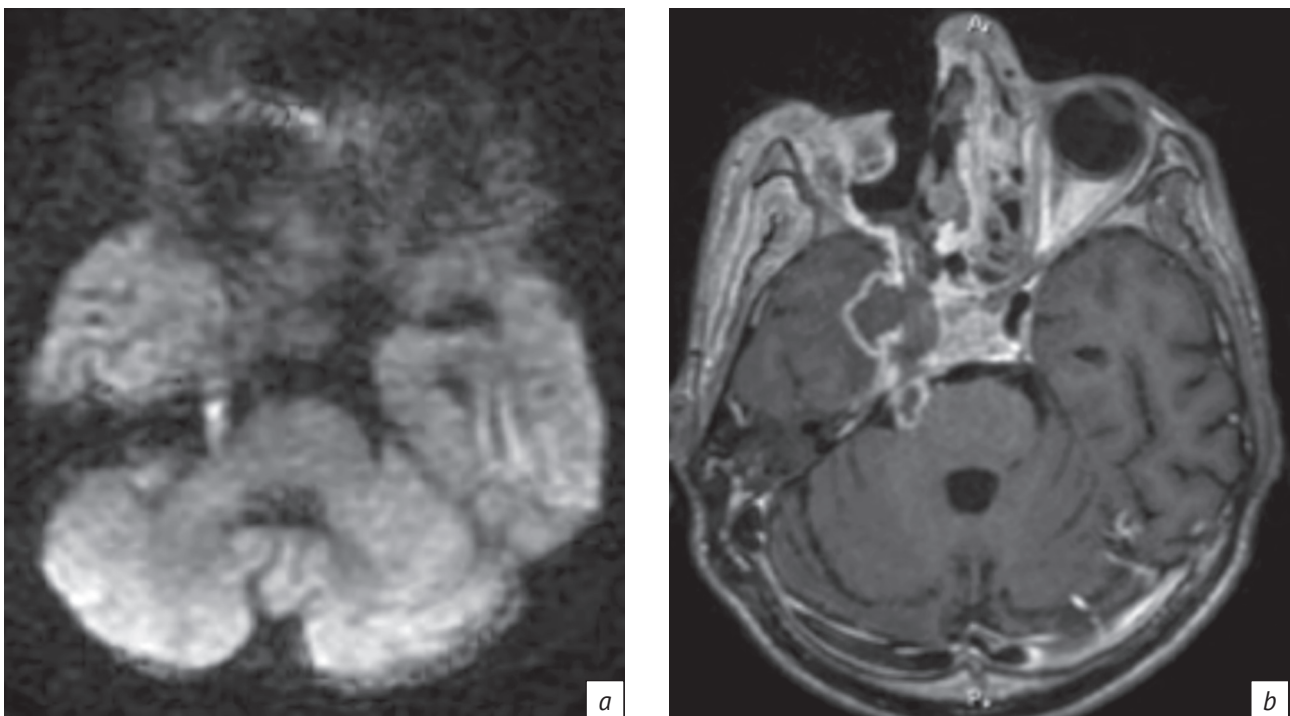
МРТ-изображение в режиме ДВИ в аксиальной плоскости (а): усиление МР-сигнала правого корешка тройничного нерва, что свидетельствует о вовлечении его в воспалительный процесс. МРТ-изображение в режиме Т1-ВИ того же пациента после внутривенного введения контраста (б): эпидуральная эмпиема медиальных отделов правой средней черепной ямки с вовлечением правого корешка тройничного нерва и тройничного ганглия
